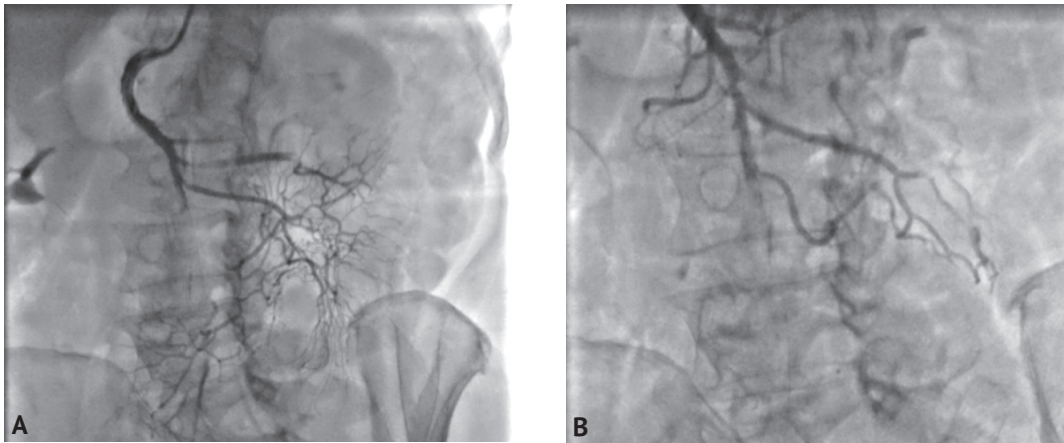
Интраоперационная картина. На компьютерной томографии-ангиографии визуализируется окклюзия верхней брыжеечной артерии (A); визуализирован участок окклюзии дистального отдела верхней брыжеечной артерии (B)
